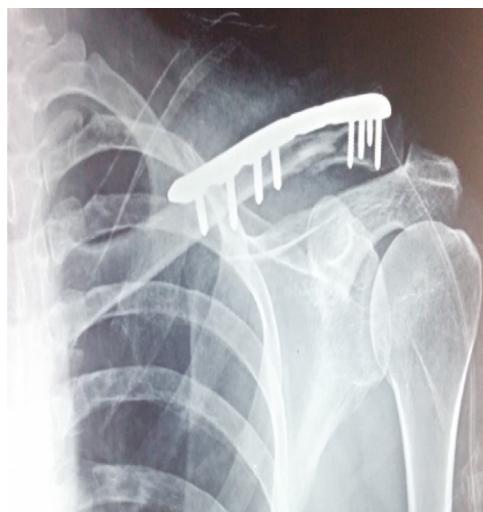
Radiografia obtida no período pós-operatório imediato.
